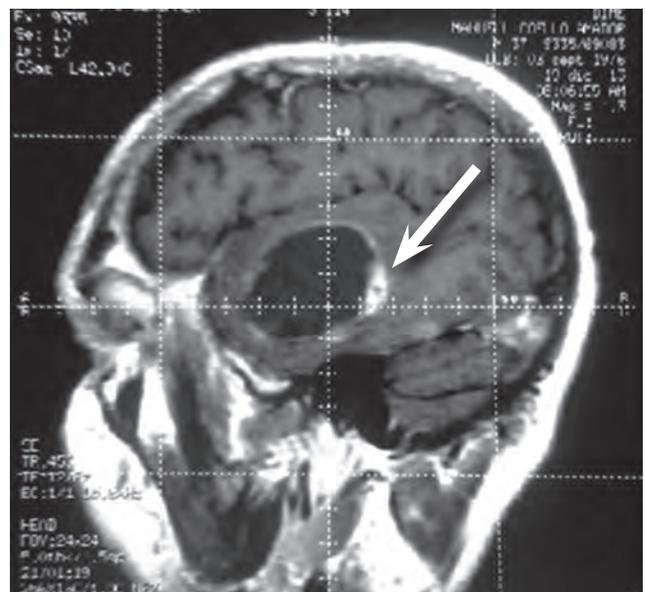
Resonancia magnética cerebral muestra imagen quística, 38x32 mm de diámetro con edema perilesional en lóbulo temporal izquierdo.
